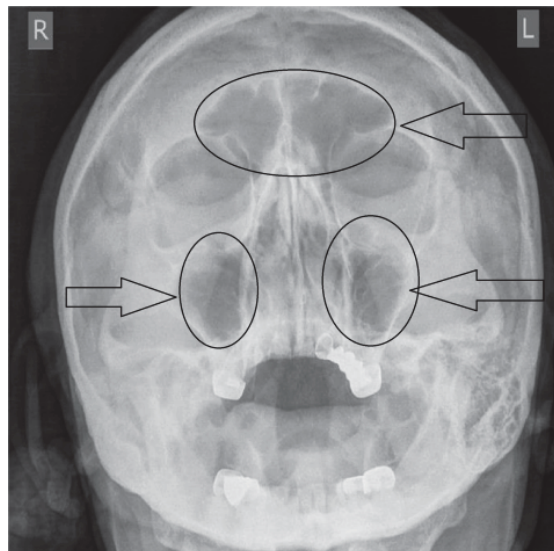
Рентгенография черепа и придаточных пазух. По данным снимкам имеется пневматизация верхнечелюстных пазух и лобной пазухи (указаны стрелками), также отсутствует утолщение слизистой. Перегородка носа не искривлена.
